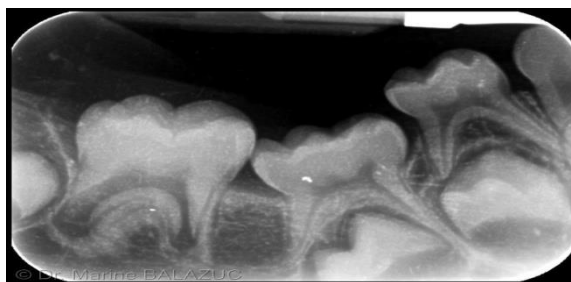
Radiographie rétro-alvéolaire(germes apparents) [39]
